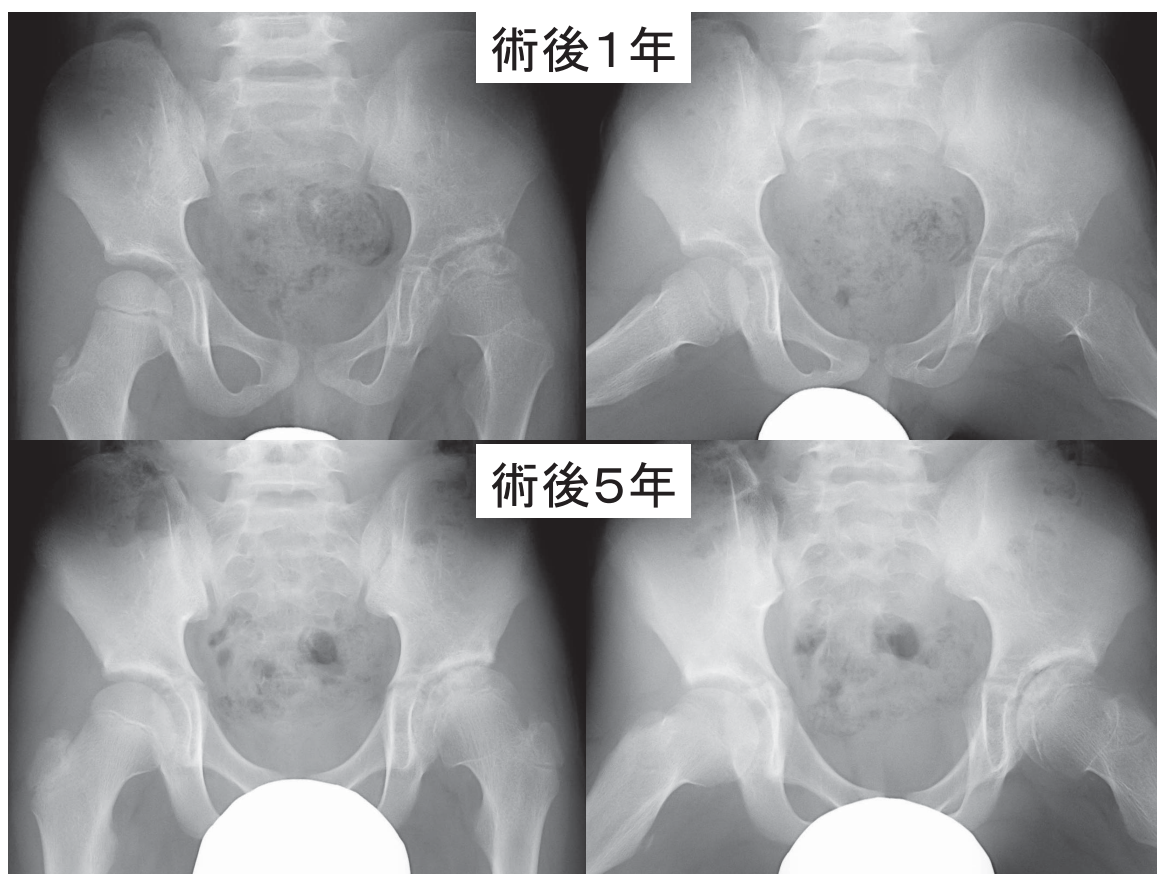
術後1年と5年単純X線(左：正面像，右：最大外転外旋位像)
